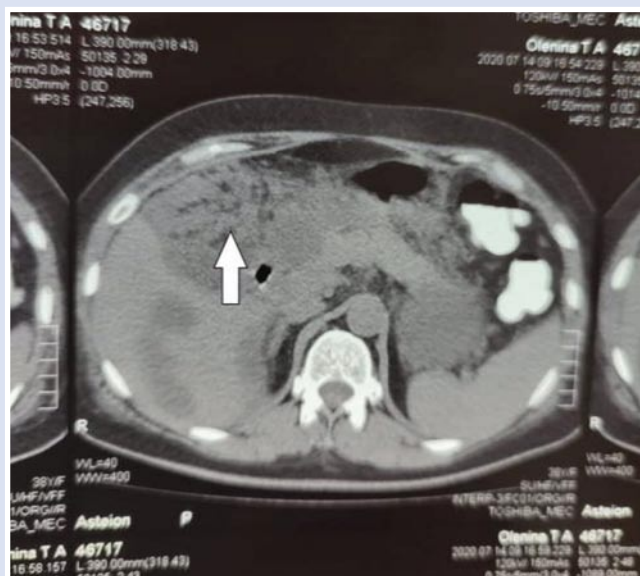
Компьютерная томография брюшной полости с признаками абсцесса подпеченочного пространства.
